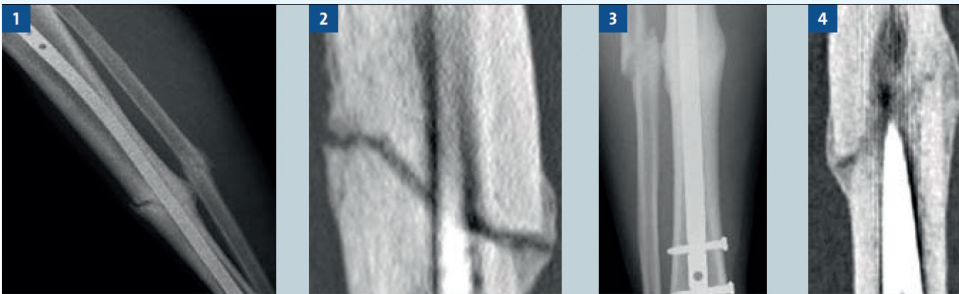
Röntgenaufnahme vom 9.2.09, Z.n. Unterschenkelfraktur mit Marknagel osteosynthetisch versorgt
